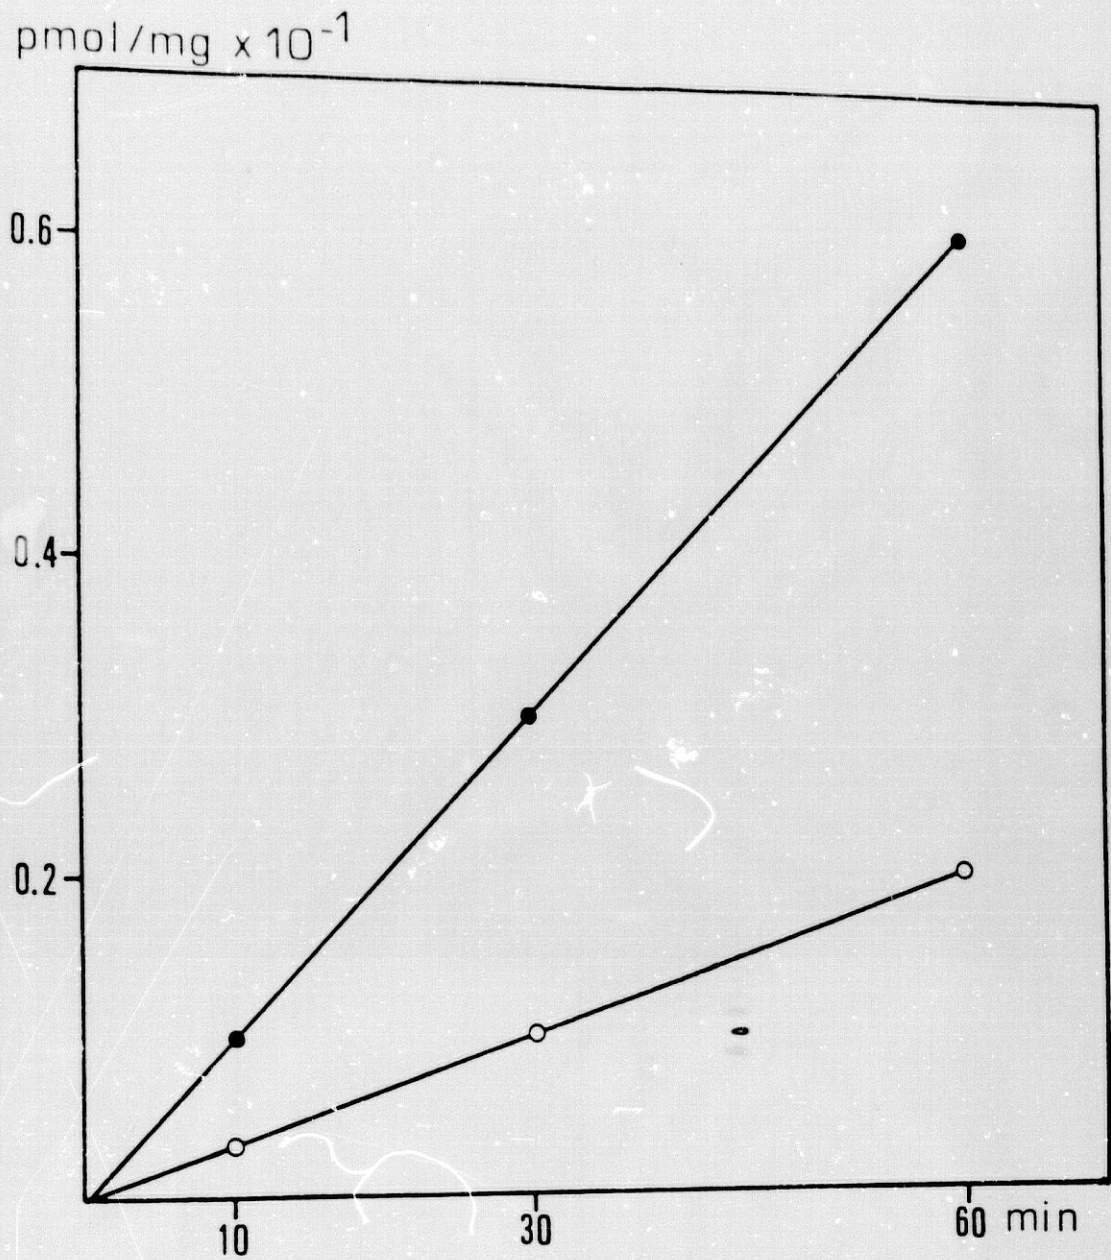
VARIACION DE LA FORMACION DE 3-ADIOLES RESPECTO DEL TIEMPO DE INCUBACION EN PROSTATA. 1.5 mg DE PROTEINAS INCUBADOS CON ³H-T 2 nM A 37°C A TIEMPOS VARIABLES. LA ACTIVIDAD SE EXPRESA COMO PMOL DE ADIOLES FORMADOS / mg DE PROTEINA. (●) 3 α -ADIOL Y (○) 3 β -ADIOL.
